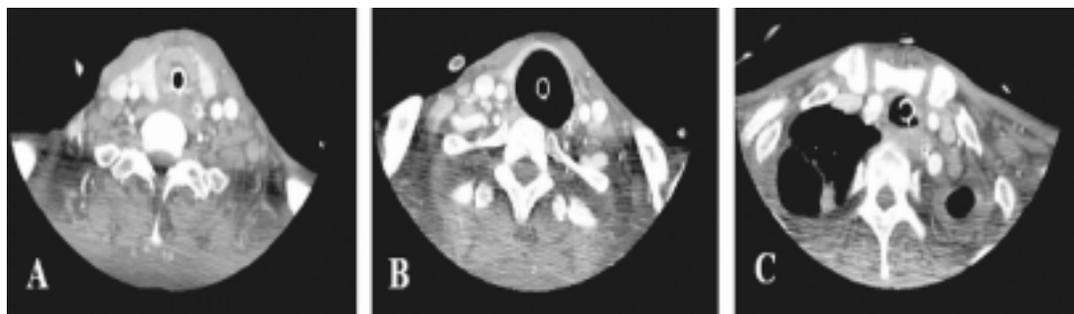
The lesion was located at ETT distal end centered at the dilated trachea on neck CT (A), (C) The normal portion of trachea was seen at the level of proximal and distal to tracheomalacia.
